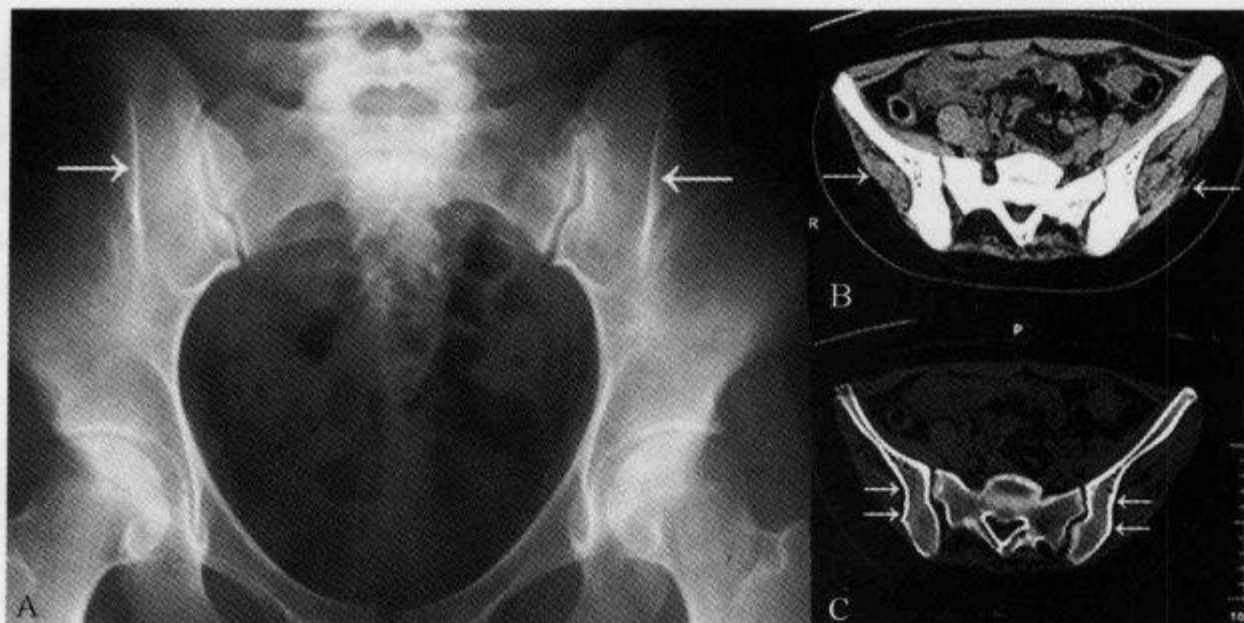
骨盆 X 线平片示“髂骨致密线”
